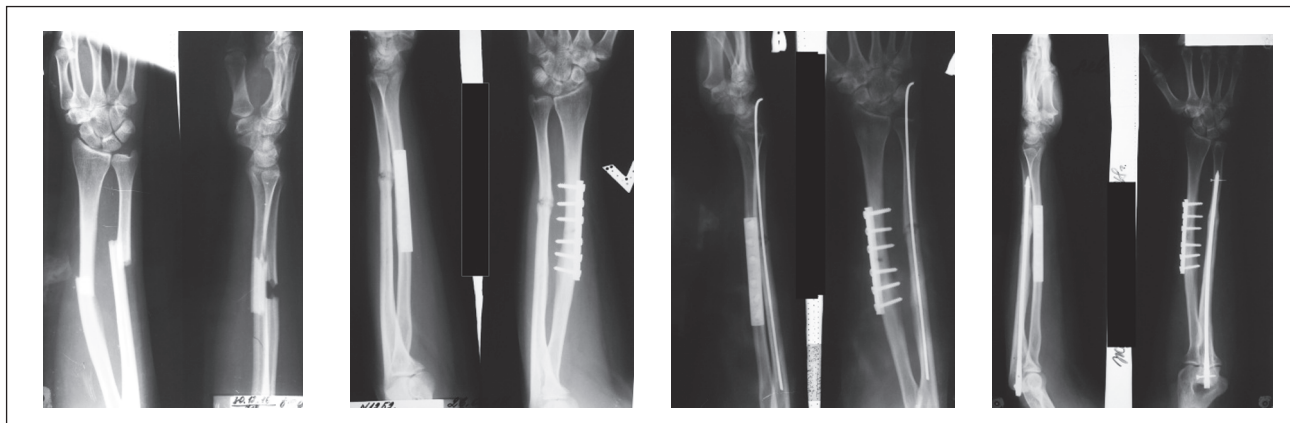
Фотовідбитки рентгенограм хворої Ж., карта стаціонарного хворого № 11624, 36 років. Травма 30.12.16 р. Закритий перелом с/3 обох кісток лівого передпліччя зі зсувом. 05.01.17 р. — перша операція — накістковий остеосинтез перелому с/3 лівої променевої кістки, інтрамедулярний остеосинтез перелому лівої локтєвої кістки. На контрольних рентгенограмах — ознаки незрощення ліктьової кістки. Госпіталізована повторно. 14.09.17 р. проведено блокуючий інтрамедулярний металоостеосинтез незрощеного перелому с/3 лівої ліктьової кістки
